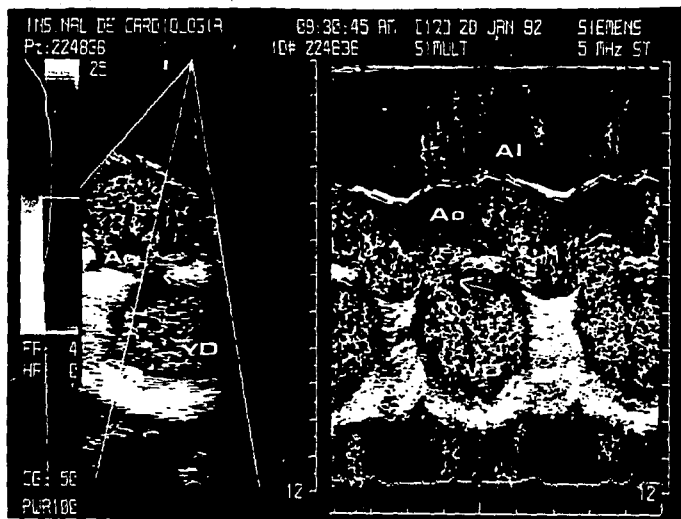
Estudio transesofágico con modo M y Doppler color. Se demuestra un cortocircuito entre Ao y VD, en ambas fases del ciclo cardíaco (flecha). AI= Aurícula izquierda; Ao= Aorta; VD= Ventriculo derecho.
